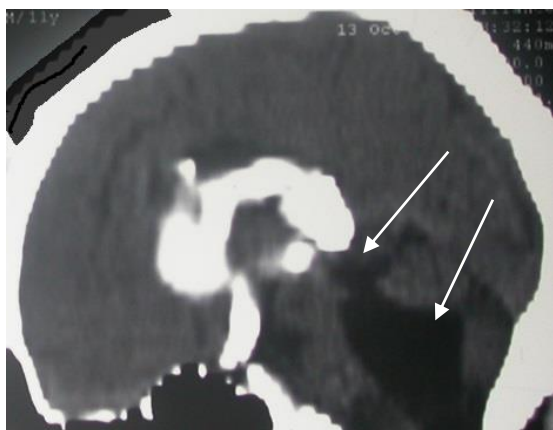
Интраоперационная СКТ-вентрикулография. Наблюдение №30, больной Б., 11 лет, история болезни №03-09. Д-з: Окклюзионная тривентрикулярная гидроцефалия. Стрелками указаны не заполняющийся контрастным веществом водопровод мозга и IV желудочек
